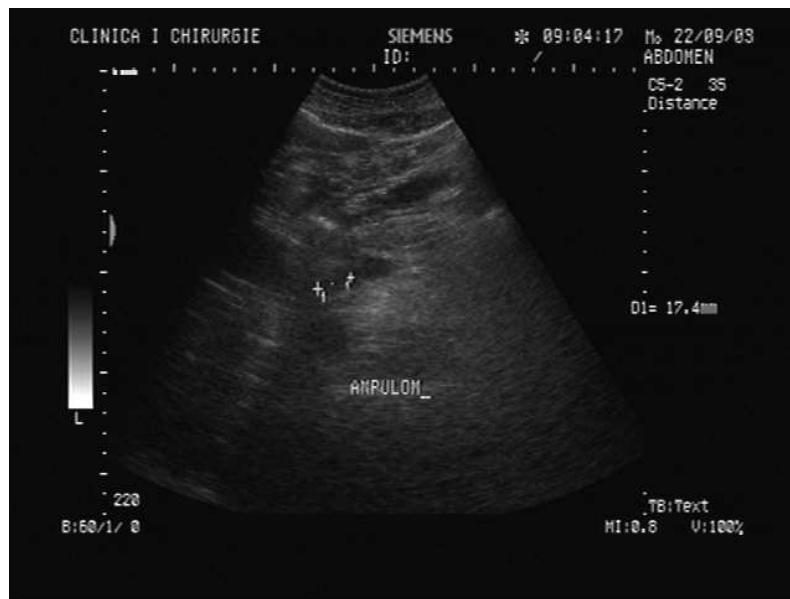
Ecografia abdominală
